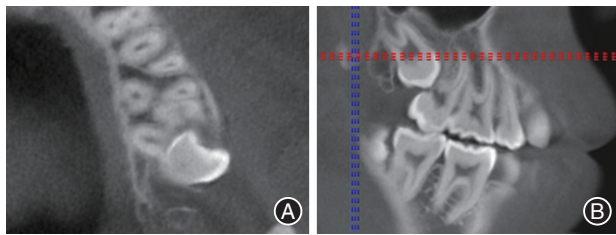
重度牙根外吸收(ERR)典型病例术前锥形束CT(CBCT)影像 A:横截面;B:矢状面。28近中颊侧低位骨埋伏阻生,牙冠抵于27远中根中上1/3,27远中颊根缺如,28牙根及牙冠发育状况良好。
